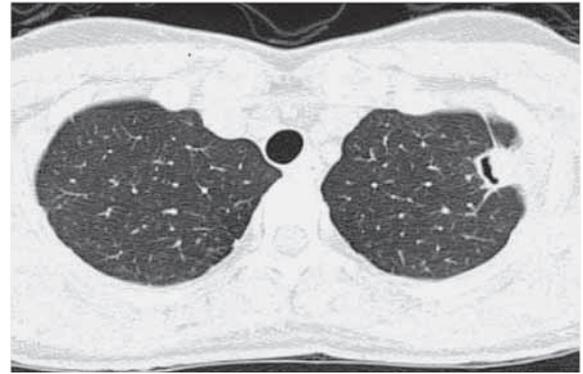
Preoperative chest computed tomographic (CT) scans of case 3. Chest CT scans showing nodular lesion and scattered nodules in the upper lobe of the left lung.
